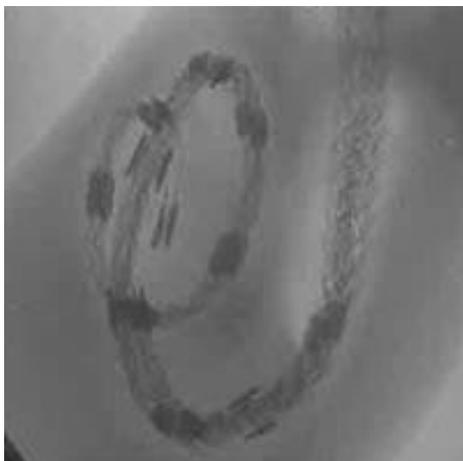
3D-Röntgenansicht
